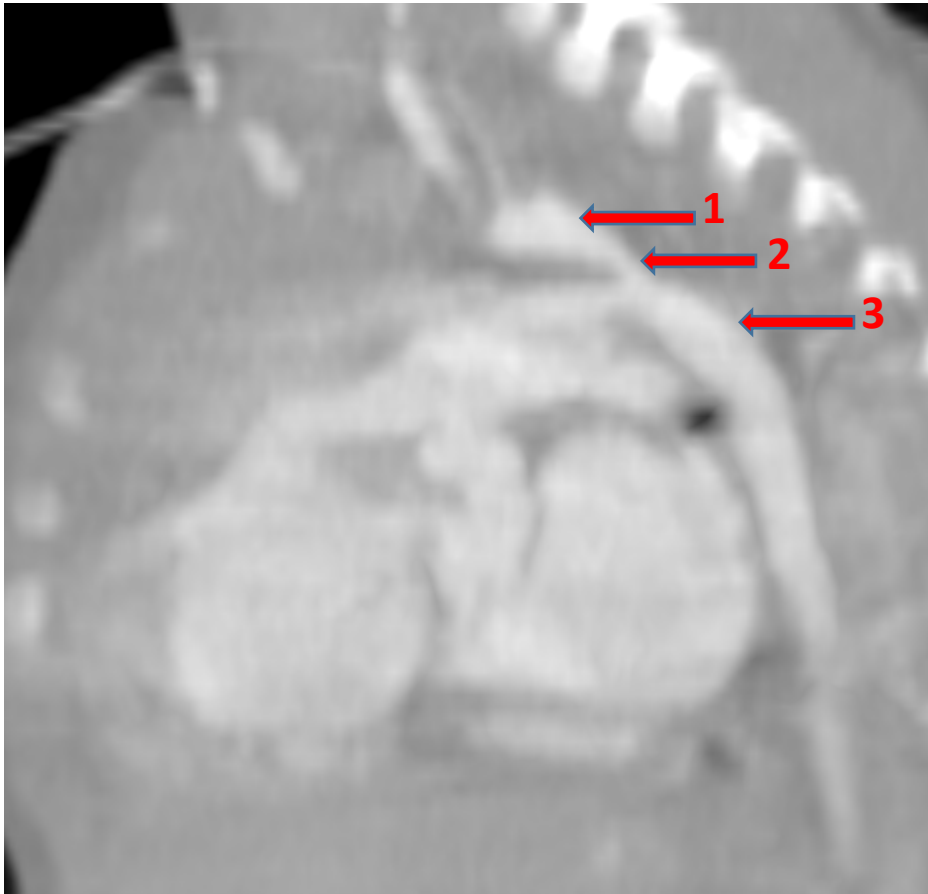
TDM thoracique, en coupe sagittale : Coarctation isthmique pré ductale, chez une patiente de j20 (service de radiologie CHU Mohamed VI Marrakech).
